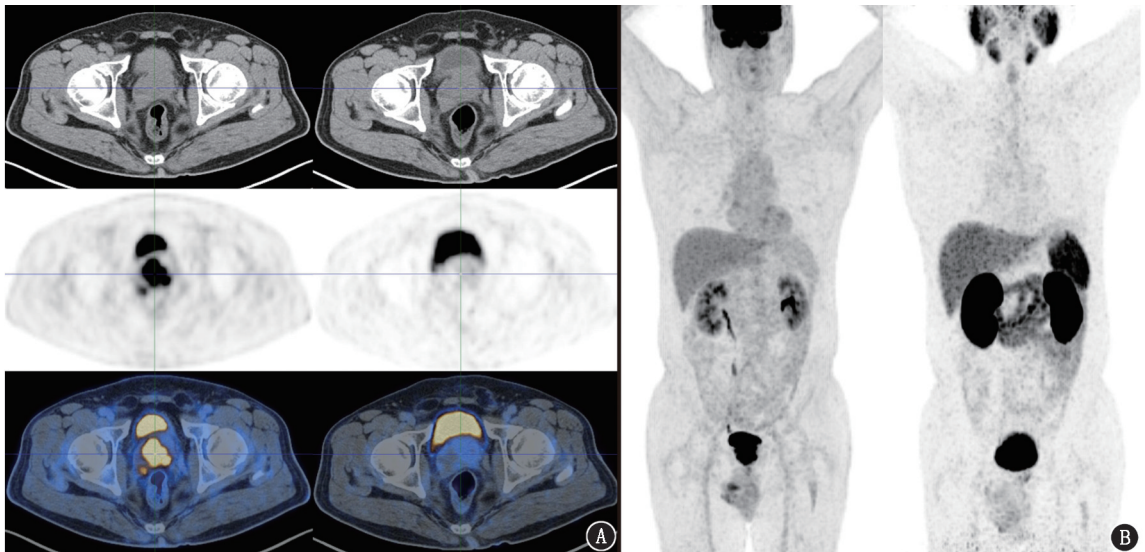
前列腺癌患者(67岁)PET/CT 显像图[A,B 左侧图为 ^{18}F -脱氧葡萄糖(FDG)PET/CT 显像,右侧图为 ^{68}Ga -前列腺特异膜抗原(PSMA)-11 PET/CT 显像]。A. ^{18}F -FDG PET/CT 显像示前列腺体积增大,其内见多发低密度小结节,FDG 代谢不均匀增高,病灶向前列腺右侧突出,与右侧精囊腺分界不清,最大标准摄取值(SUV_{max})为 33.2; ^{68}Ga -PSMA-11 PET/CT 显像 PSMA 代谢未见明显异常;B. ^{18}F -FDG PET/CT 最大密度投影(MIP)图可见前列腺局部明显放射性浓聚灶, ^{68}Ga -PSMA-11 PET/CT MIP 图未见明显放射性异常浓聚灶
